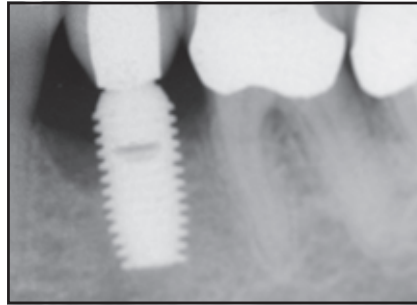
Die Röntgenaufnahme zeigt einen Knochenverlust von 5,47 mm.
